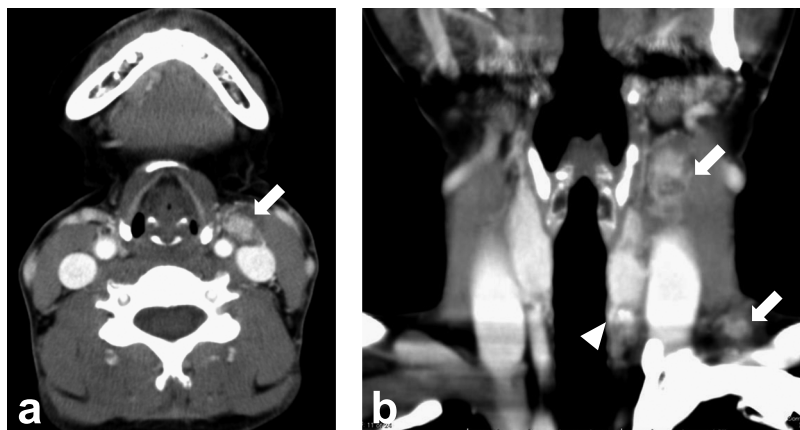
前医初診時のCT所見(a:軸位断,b:冠状断)
